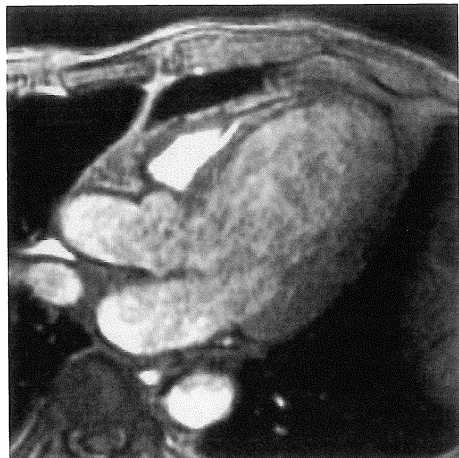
Fast cine MR image of the left ventricle in long axis view. The thrombus at the left ventricular apex could not be detected.
